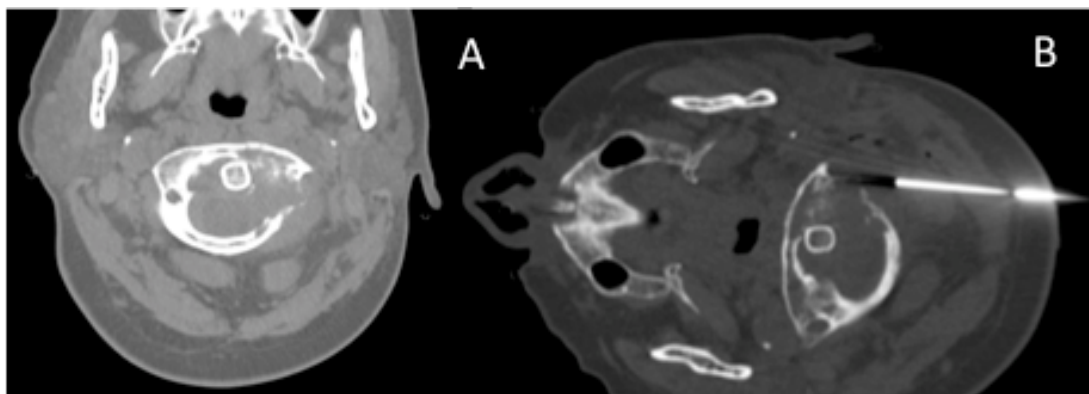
Biópsia de lesão acometendo o corpo vertebral de C1 através de acesso posterior. Paciente feminino, 48 anos, com neoplasia de mama e lesão lítica na lâmina esquerda de C1 (A - imagem axial de tomografia computadorizada). Biópsia por acesso posterior (B) mostrou se tratar de metástase.
